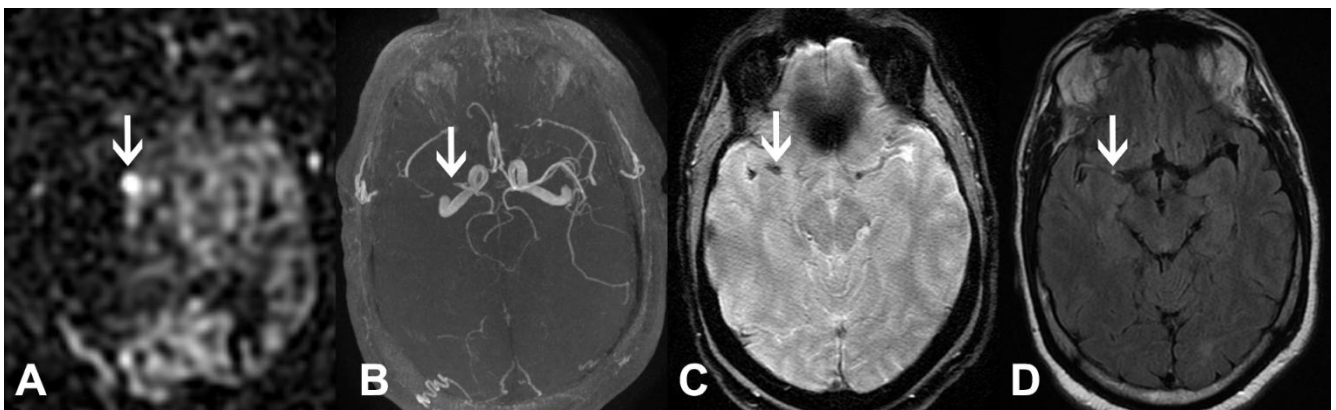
Exemple d'ABS punctiforme en amont d'une hypoperfusion (A, flèche) et au niveau d'une occlusion visualisée en TOF, T2\* et FLAIR (BCD, flèches)
